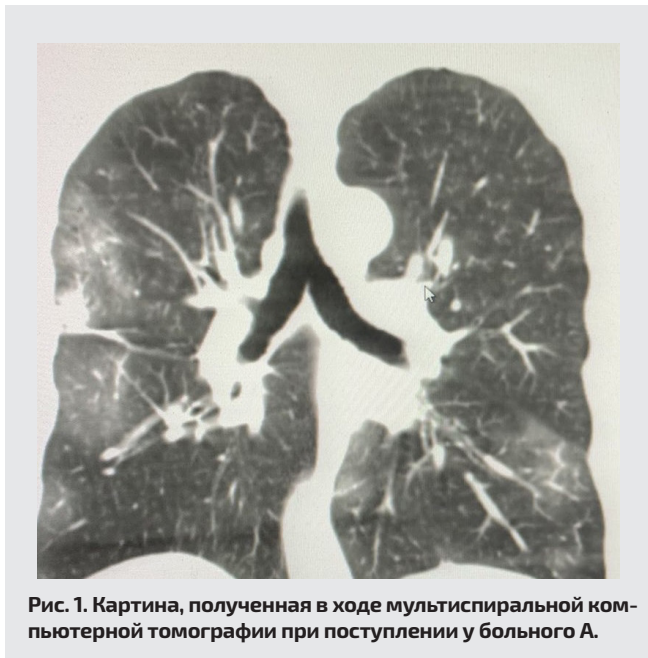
Картина, полученная в ходе мультиспиральной компьютерной томографии при поступлении у больного А.
